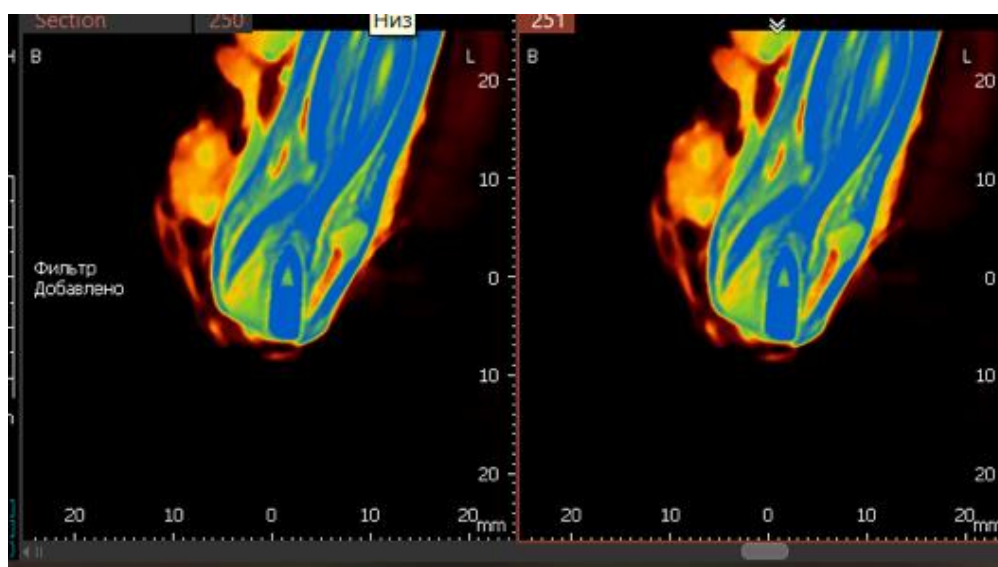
Томограмма на уровне имплантата 2.3, определяется неравномерная плотность костной ткани по периферии имплантата
